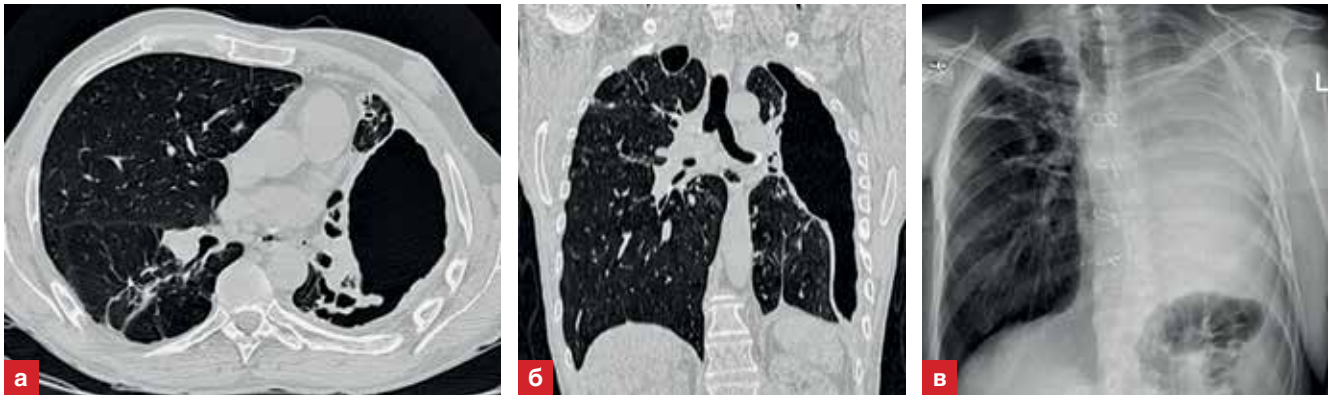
Пациент К. а) КТ ОГК. Туберкулез легких, «разрушенное» левое легкое, тотальная эмпиема слева
